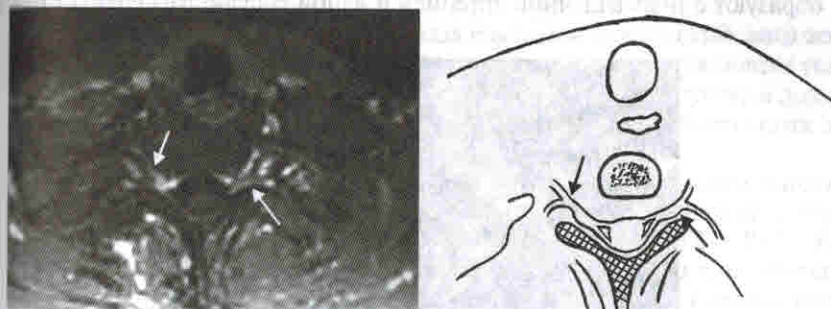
МР-томограмма в аксиальной проекции. Режим SPGR VOL. Стрелки указывают на область деления спинномозговых нервов на переднюю и заднюю ветви
